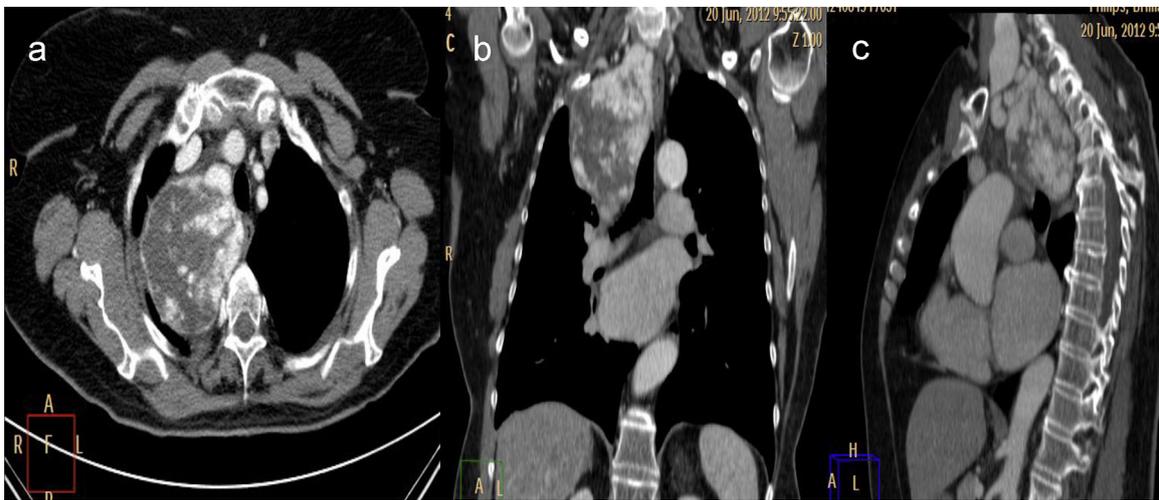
a) TC axial preoperatoria que muestra una masa intratorácica heterogénea. b) TC sagital preoperatoria que muestra un gran bocio mediastínico posterior. c) TC coronal.
